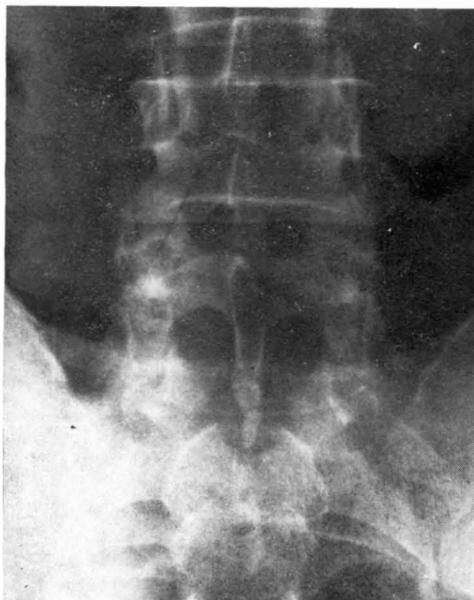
Radiografía anteroposterior.
